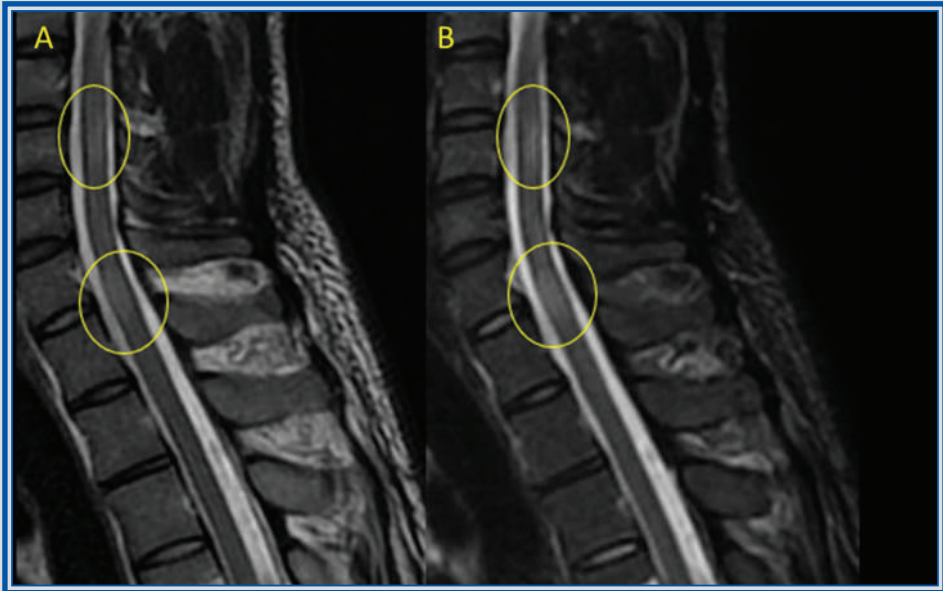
Capítulo 2. IRM cervical con cortes sagitales de secuencias T2 (A) y STIR (B), donde se observan lesiones hiperintensas, de segmento corto a nivel de C4-C5 y en C7.
